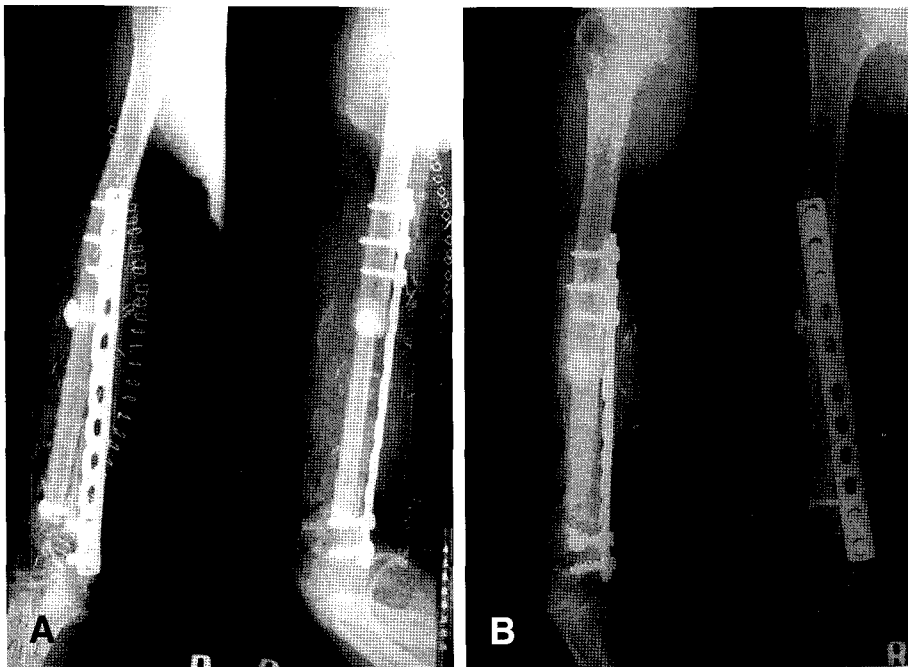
(A) Humerus AP & lateral radiograph taken postoperatively after reconstruction of large bone defect by vascularized fibular graft. (B) Plain radiograph at postoperative 4 months shows solid bony union between humerus and fibular graft.
